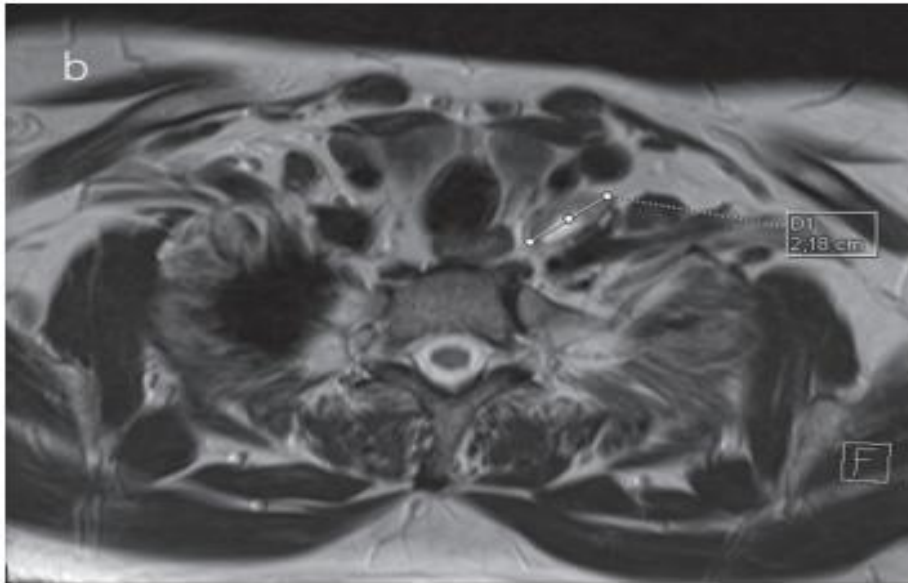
Images IRM en coupe coronale (a) et sagittale (b) objectivant un adénome parathyroïdien de 36 x 20 mm de diamètre au niveau de la loge parathyroïdienne gauche.
